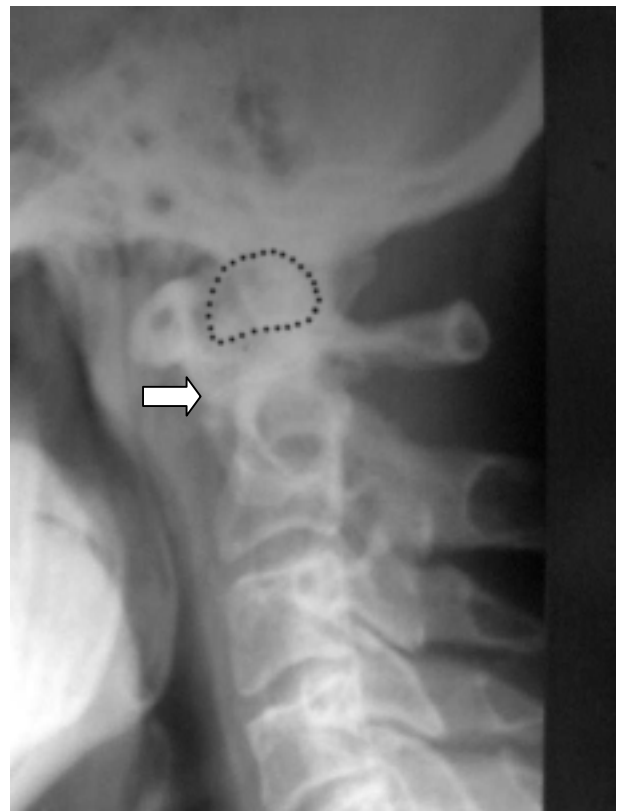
Radiografía de columna cervical dinámica (flexión). Desplazamiento posterior del os odontoiideo. Inestabilidad-subluxación anterior de C1-C2.
